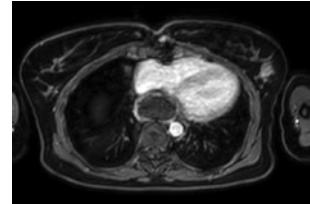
Mediastinal hematoma in MRI.
